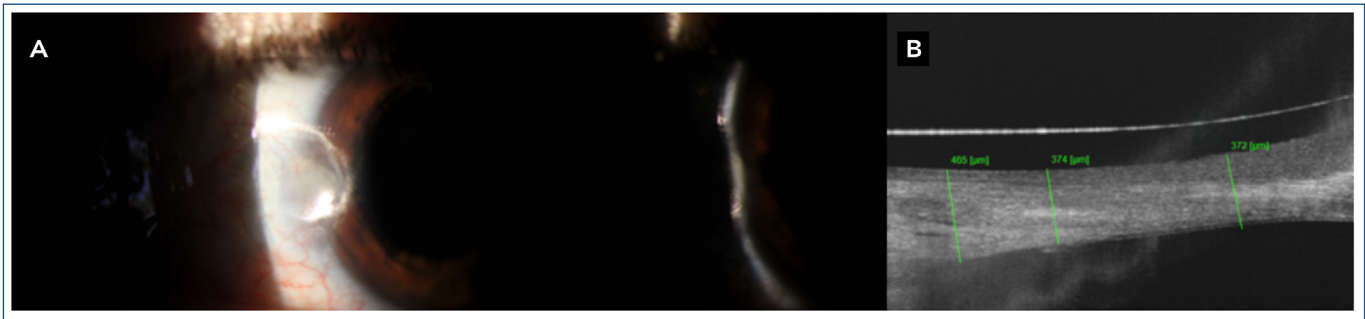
(A) Imagem em lâmpada de fenda do olho esquerdo, mostrando úlcera corneana periférica nasal, de bordas escavadas e leito limpo, com epitélio ausente na área central e afinamento estromal evidente. Observa-se injeção conjuntival setorial intensa, com vasos perilimbais aferentes dirigindo-se diretamente à área ulcerada, sem secreção purulenta ou sinais de perfuração. (B) A tomografia de coerência óptica do segmento anterior inicial demonstrou aumento afinamento estromal focal de 374 a 465 µm, sem colapso estrutural.
